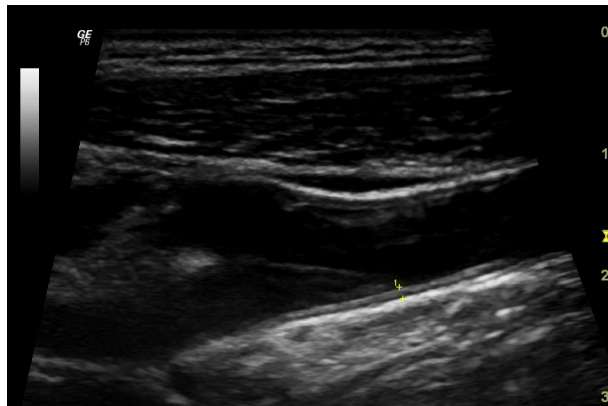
Estudio de ultrasonido a escala de grises de el tercio distal de la arteria carótida derecha el cual muestra al complejo mioíntimal.
